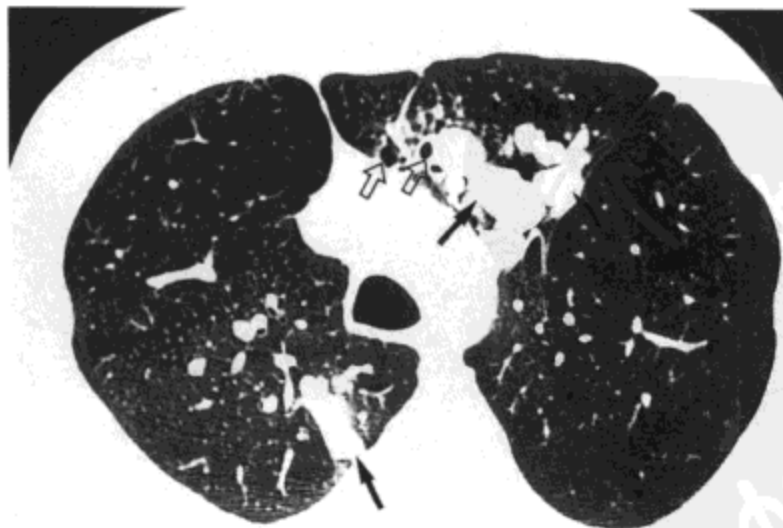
过敏性支气管肺曲霉菌病。高分辨率CT(1.5mm层厚)示双侧肺上叶扩张的支气管内黏液嵌塞(箭号)。一些通畅的扩张支气管(空箭号)也很明显,左肺上叶体积减小。病人为46岁男性,患哮喘。
